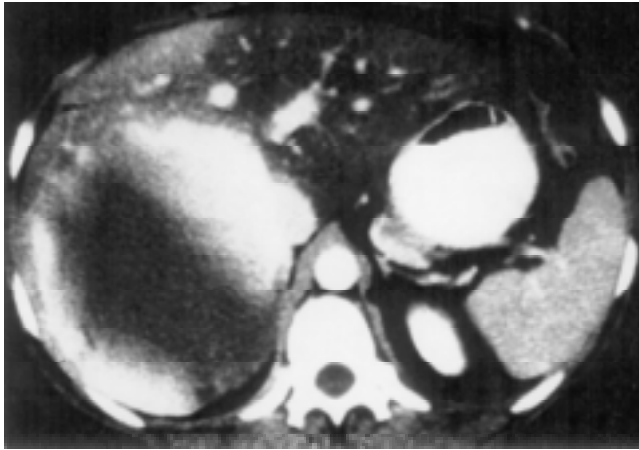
Tomografía computada de abdomen que muestra la imagen común de un hemangioma cavernoso "gigante". La lesión es vascularizada que muestra reforzamiento periférico y ausencia de material de contraste en el centro.
